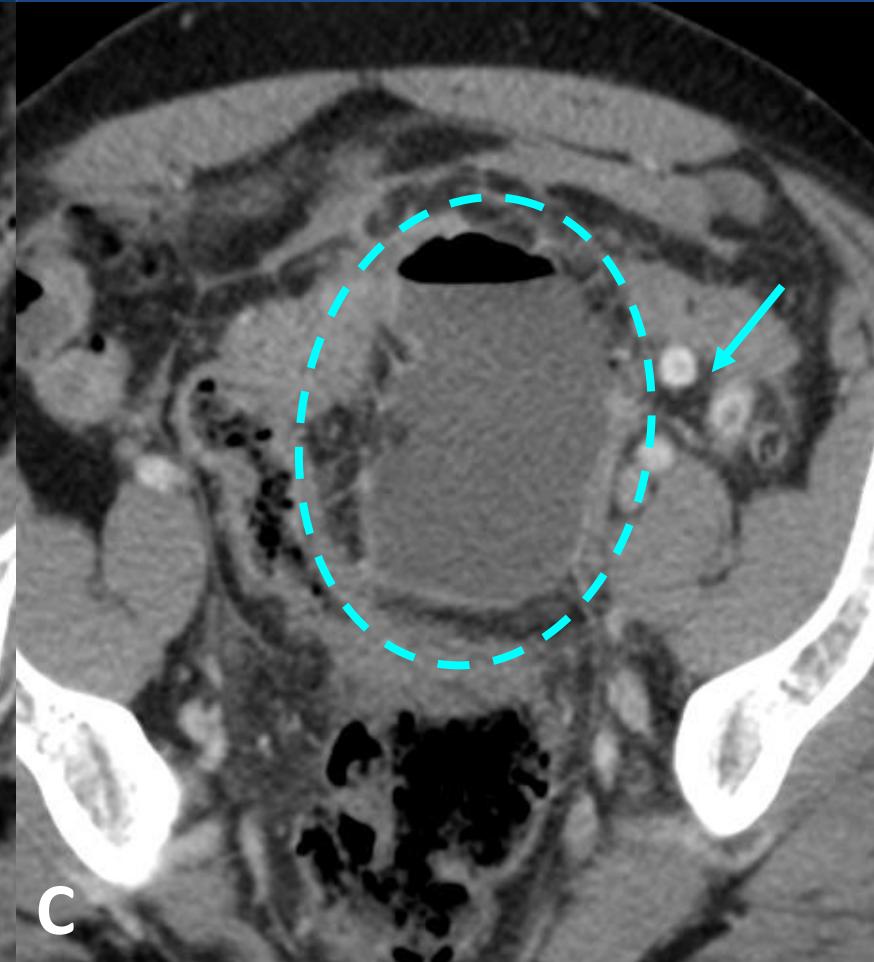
TC AP con CIV en fase portal. Cortes axiales (A, C) y axiales oblicuos (B).
